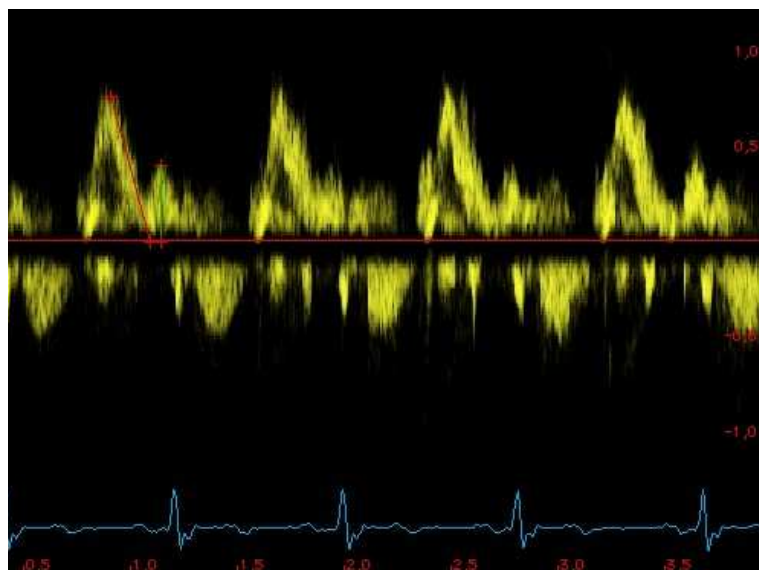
Messung von E, A und DT mittels PW-Doppler des Mitraleinstroms.
